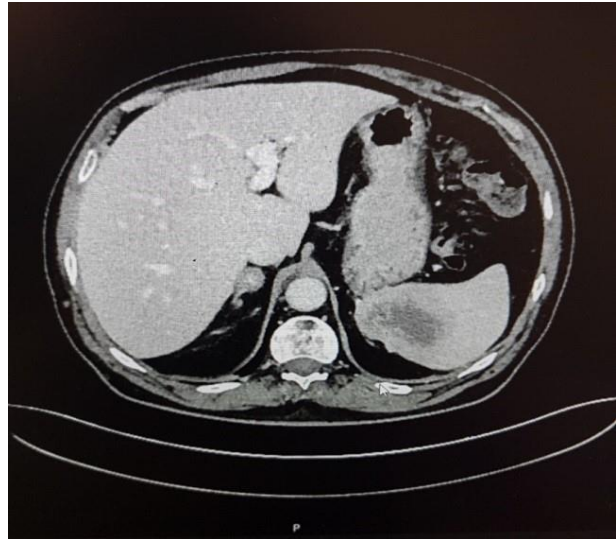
Transverse-plane computer tomography images revealing splenic metastasis originating from renal cell carcinoma
